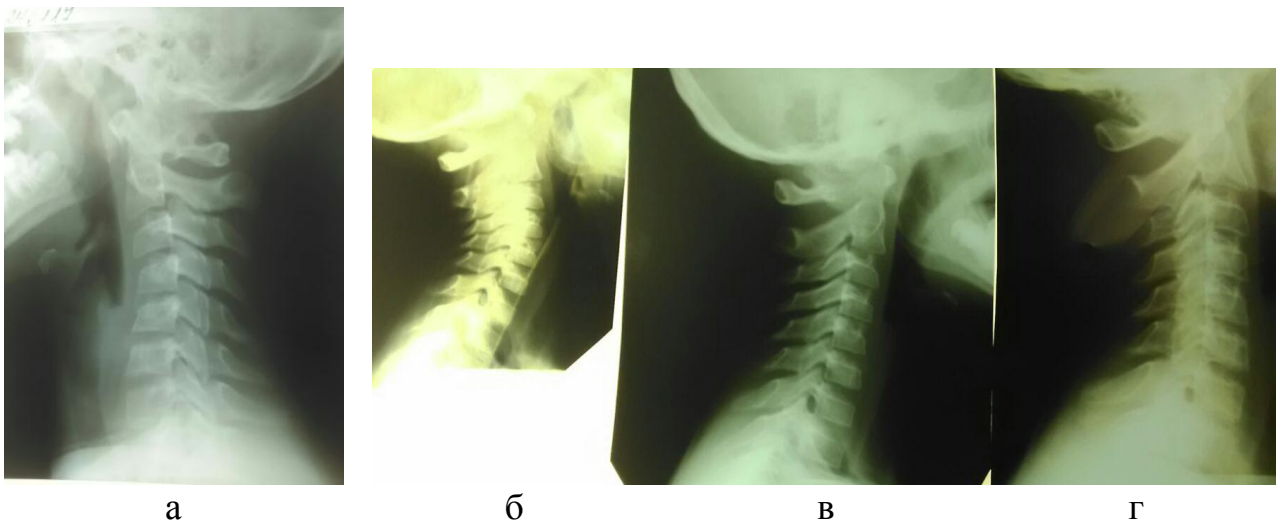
Рентгенограмма шейного отдела позвоночника: а - кифозирование среднего отдела, аномалия Кюммерли у ребенка 12 лет; динамика развития диспластических изменений в шейном отделе позвоночника у ребенка К. б), в возрасте 4 лет, в) 8 лет, г) 14 лет.
